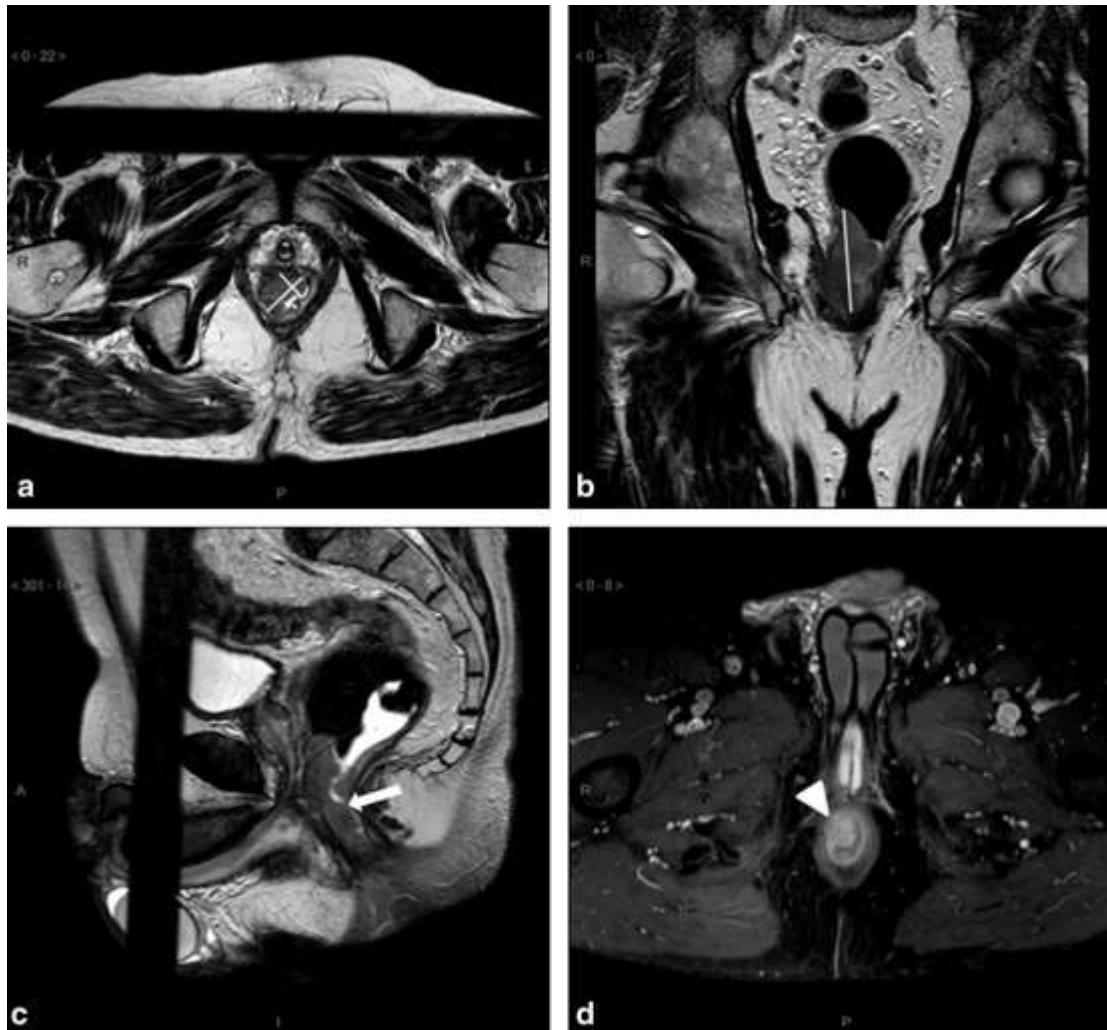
Patient de 61 ans présentant un carcinome épidermoïde du canal anal remontant sur le bas rectum au toucher rectal. Séquences T2 axial (a), coronal (b) et sagittal (c) et T1 axial après injection avec saturation de graisse (d). Mise en évidence d'une lésion tissulaire en hypersignal T2 à la face antérolatérale droite du canal anal de 7 cm de plus grand axe sans envahissement des organes de voisinage : lésion classée T3 en IRM car mesurée à plus de 5 cm[118]
